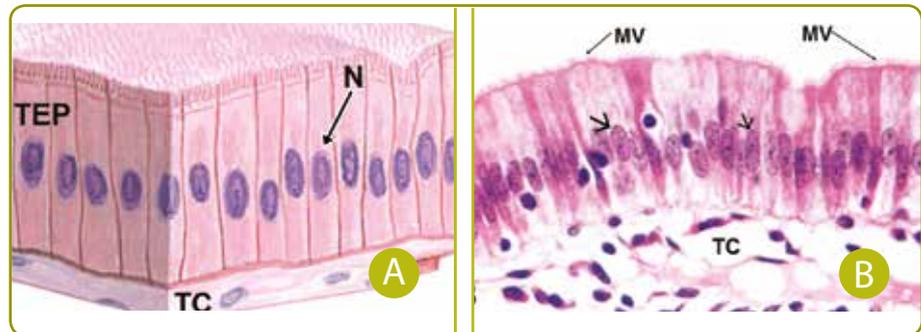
(A) Um epitélio cilíndrico simples é composto de células cuja altura é 2-3 vezes maior que sua espessura. No tecido epitelial (TEP) notam-se os núcleos das células cilíndricas (N); o tecido conjuntivo (TC). (Adaptado de Ovalle; Nahirney; Netter, 2008, p.34). (B) Os núcleos (Setas) das células cilíndricas, apresentando formato alongado, acompanhando o eixo maior da célula; tecido conjuntivo (TC); Microvilos ou borda em escova (MV) (Adaptado de Burkitt, 1993, p.87).
